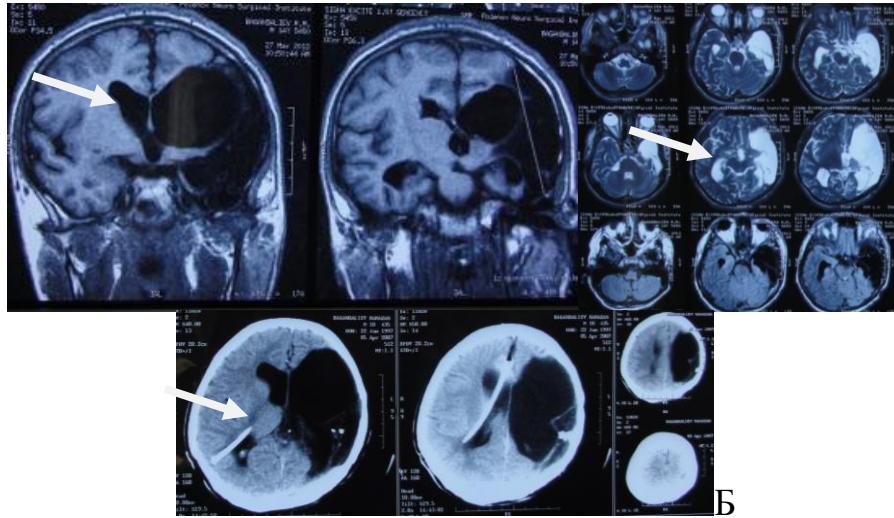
(Б) – Больной Б., 15 лет. Ист. б. №727-12. МРТ и КТ до операции.
